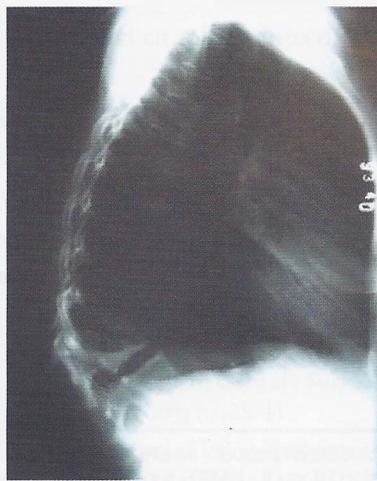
Radiografia perfil pré-operatória
